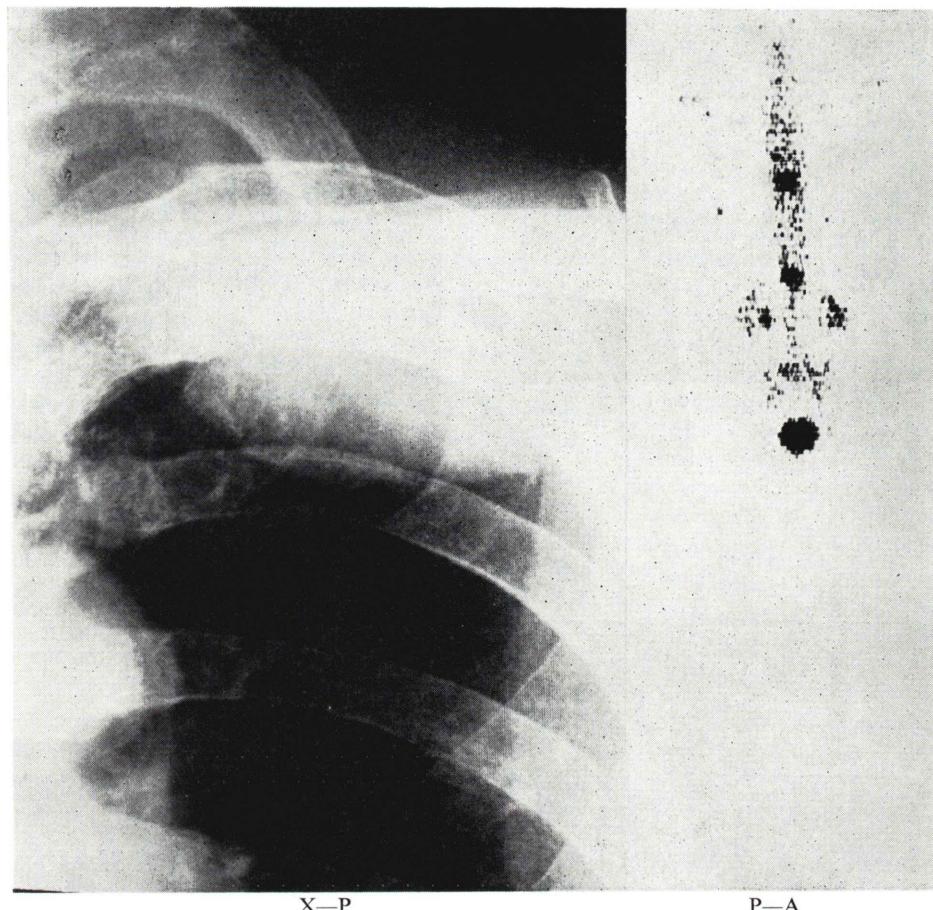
X-ray film and bone scintigram of metastatic bone lesions. Pronounced destruction of left 2nd rib is observed on X-ray examination, while, on bone scintigram, no abnormal uptake of the radionuclide is observed in that region. Additional lesions are identified in the areas of thoracic and lumbar spine in the bone scintigram without the corresponding changes in the roentgenogram.
